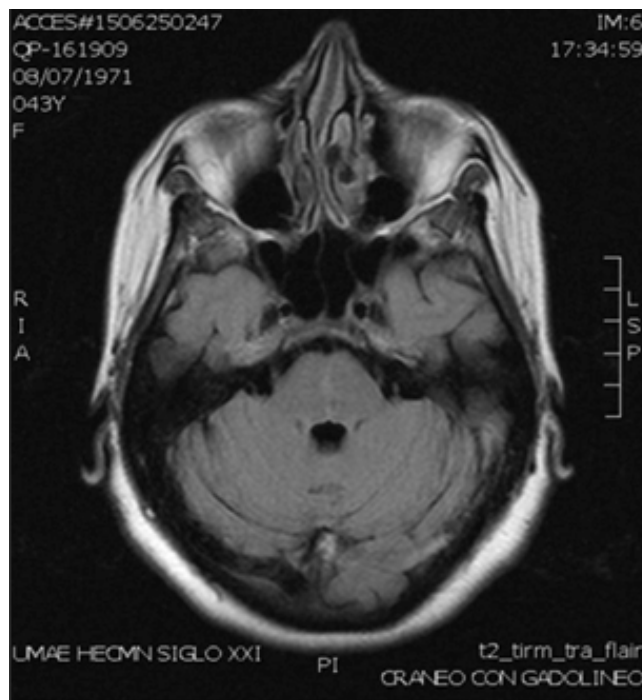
IRM corte axial ponderada en FLAIR, sin lesiones.
